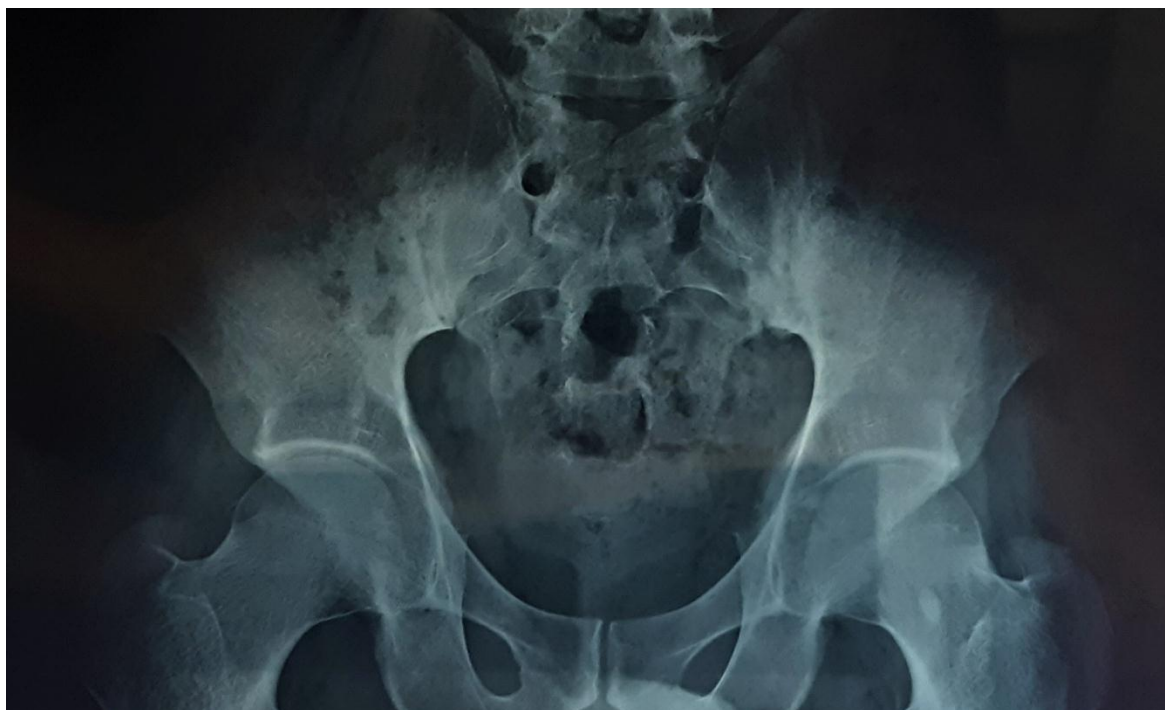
Radiographie des sacro-iliaques montrant une sacro iliite bilatérale stade III chez un patient du service (HMMI)
